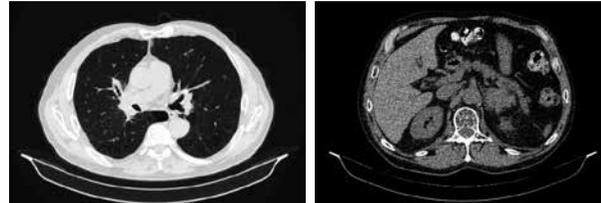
МСКТ от 12.02.2021. Сохраняющийся эффект от лечения
